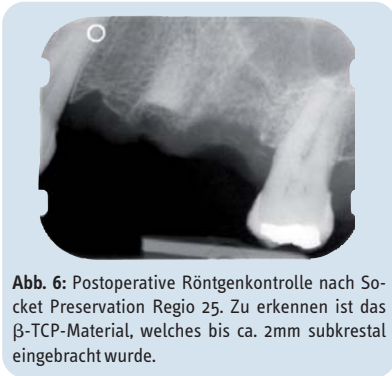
Postoperative Röntgenkontrolle nach Socket Preservation Regio 25. Zu erkennen ist das β -TCP-Material, welches bis ca. 2mm subkrestal eingebracht wurde.
